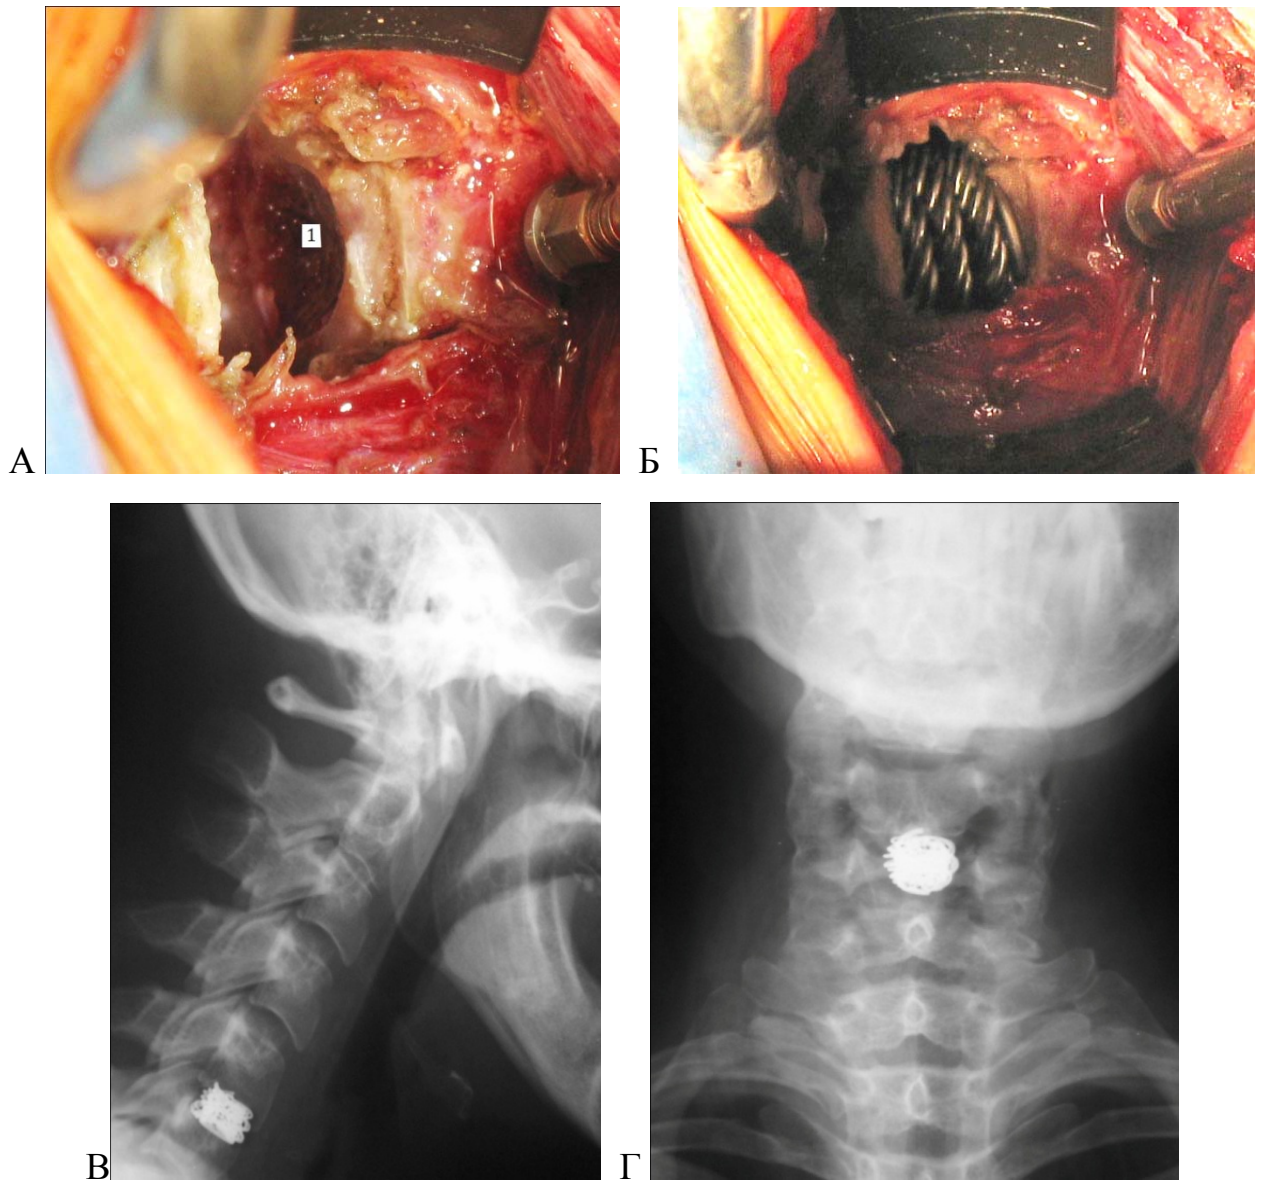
Больная К., 37 лет. Этапы операции: А – удален межпозвонковый диск (1), выполнена декомпрессия, подготовлено ложе для имплантата в телах смежных позвонков; Б – сферический титаноловый имплантат установлен на место удаленного диска. В, Г – послеоперационный рентген-контроль (та же больная)
